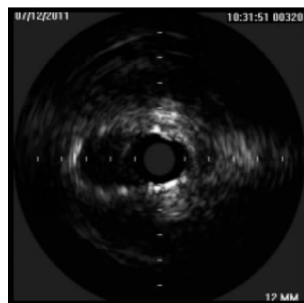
血管内超声显示开口部位受到主、肺动脉挤压而变形
